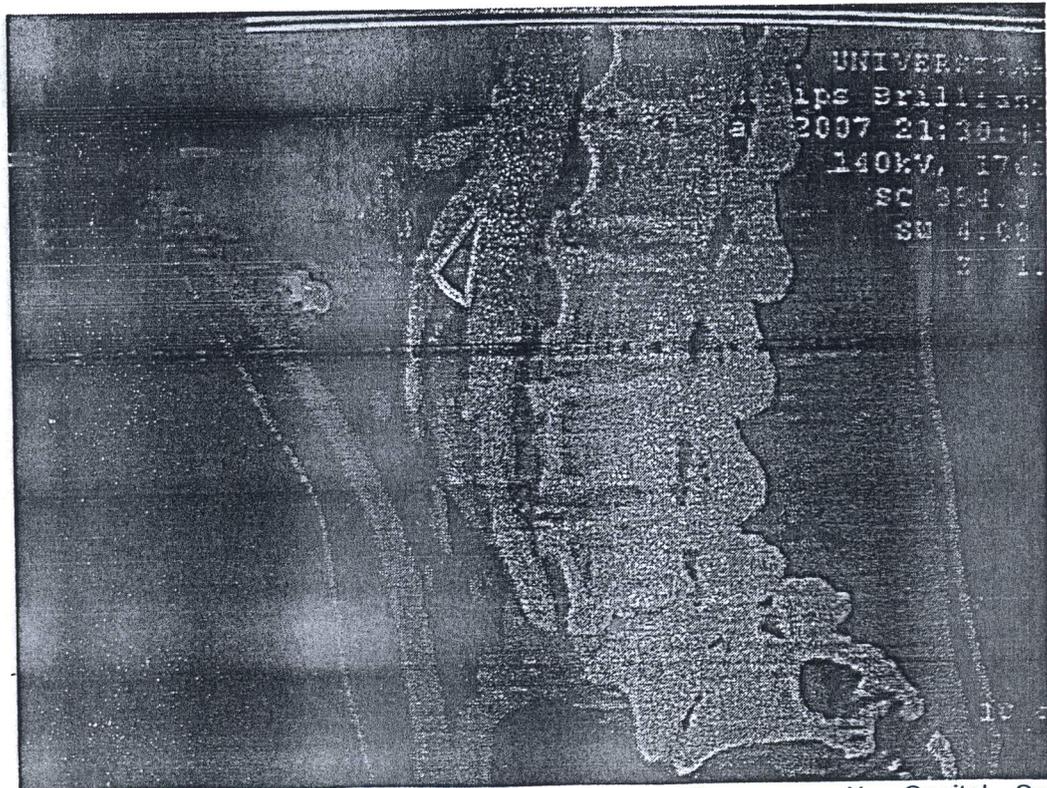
Tomografía Axial Computarizada. Reconstrucción Sagital. Se evidencia nacimiento en ángulo agudo de la Arteria Mesentérica Superior
